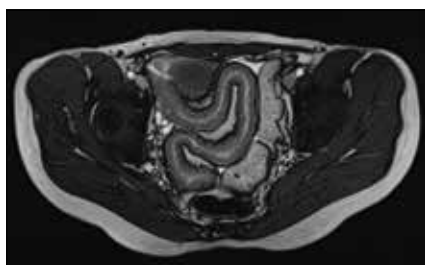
Intérêt de l'entéro-IRM dans le bilan d'extension lors d'atteinte grêlique longue ; coupes axiales pondérées en T2
